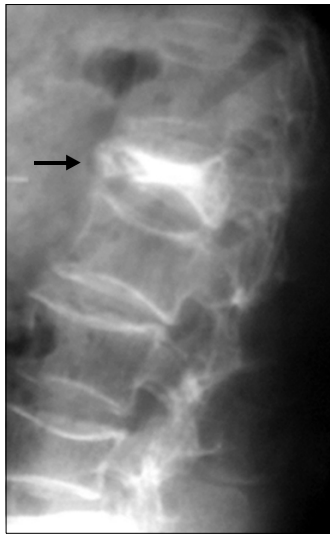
Simple X-ray after vertebroplasty of L1 vertebra (arrow).
